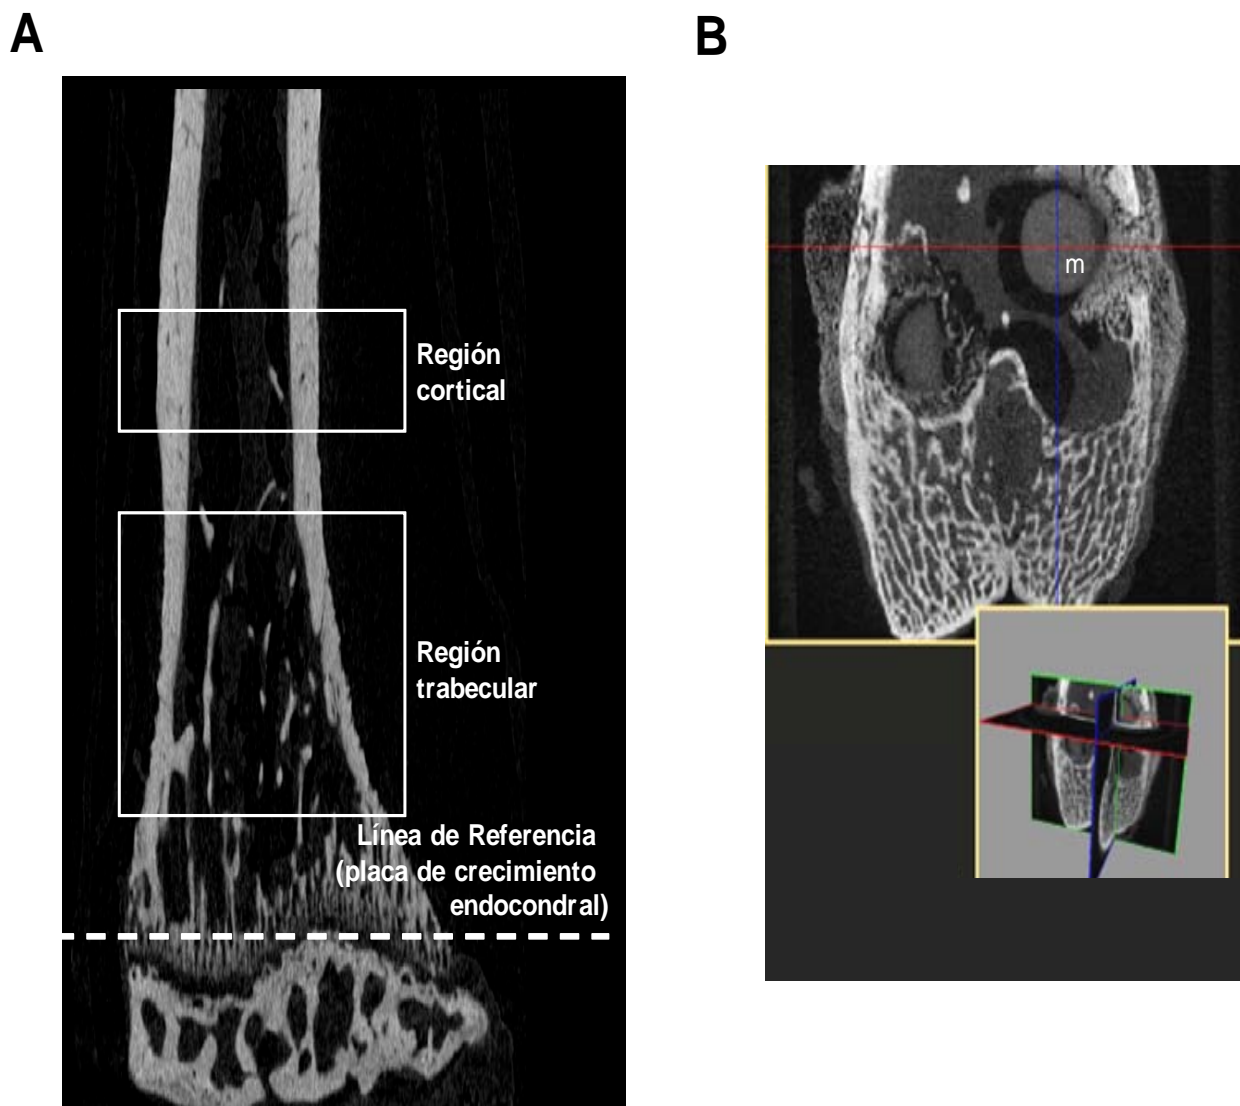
Imágenes por μ CT del fémur distal intacto del ratón mostrando los sectores cortical y trabecular utilizados para el análisis (A), así como del fémur distal del conejo con el biomaterial (m) incorporado (B).
